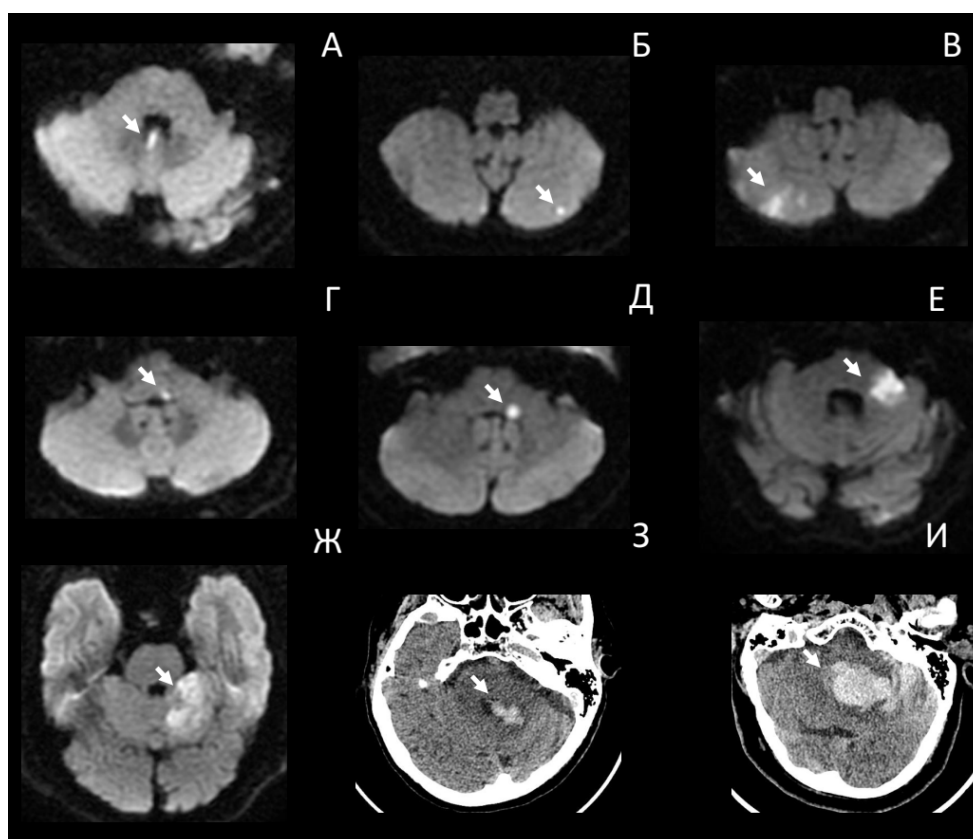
Примеры очагов поражения головного мозга у пациентов с ц-ОБС: А, Б, В – инфаркты в бассейне задней нижней мозжечковой артерии (МРТ DWI); Г, Д, Е – инфаркты в бассейне передней нижней мозжечковой артерии (МРТ DWI); Ж – инфаркт в бассейне верхней мозжечковой артерии (МРТ DWI); З, И – мозжечковые кровоизлияния (КТ)
